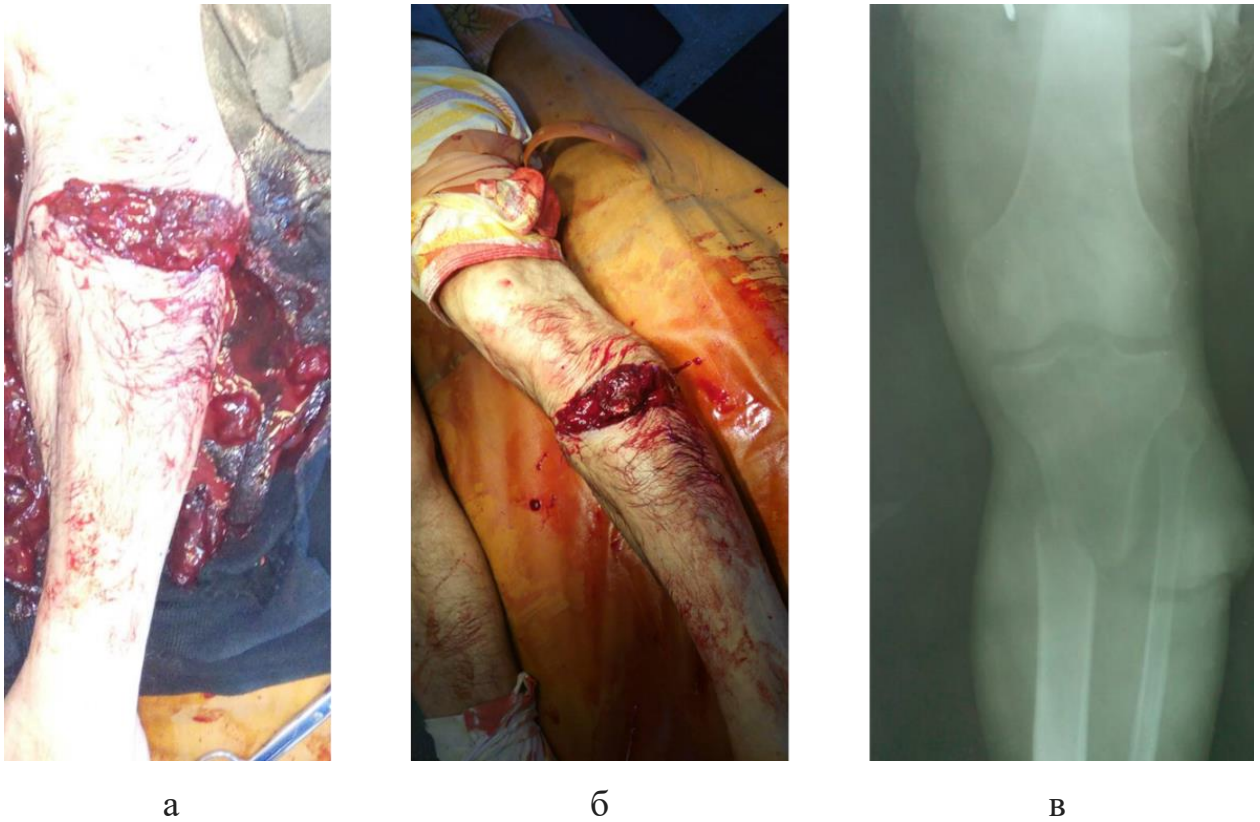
Загальний вид рани (а, б) та рентгенограма лівої гомілки (в) хворого П., під час надходження в стаціонар
